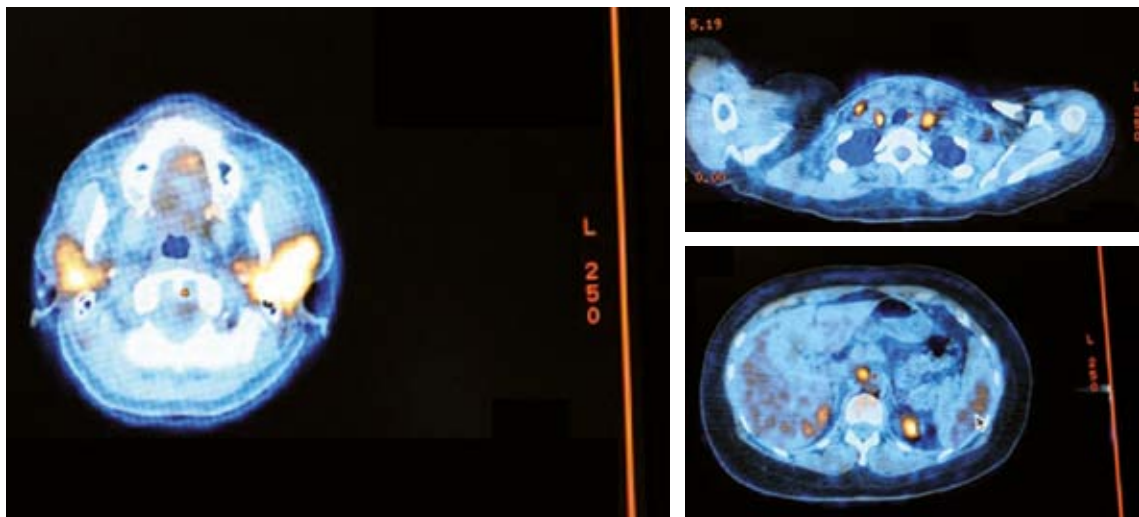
Tomografía por emisión de positrones combinada con tomografía simple: hipermetabolismo focal en adenopatías cervicales, axilares, retropectoriales, mesentéricas y retroperitoneales con incremento en la actividad metabólica con valor máximo de captación de hasta 8.2.
